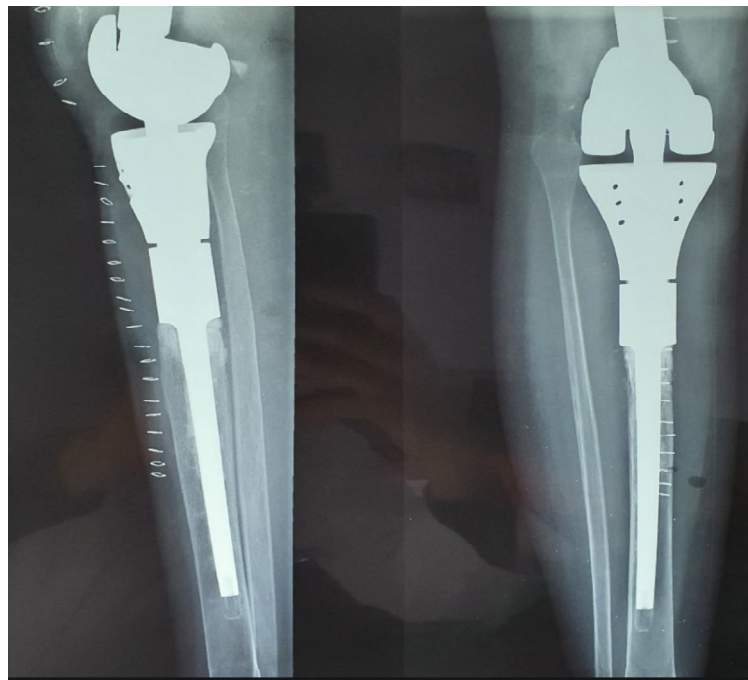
radiographie standard de face et de profil de la prothèse massive du genou droit
